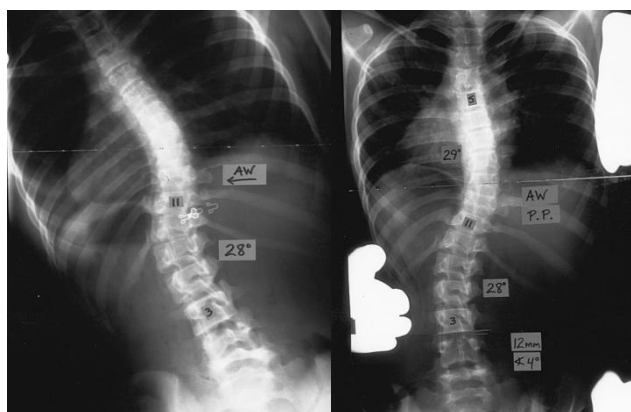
Effets du push-prone ((Vedantam, 2000) e : radiographie debout et f : en push-prone) sur les courbures frontales de la colonne vertébrales.
